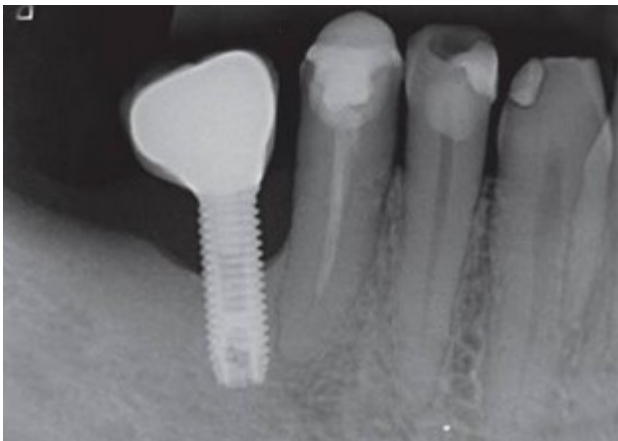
Radiografia periapical com controle de 1 ano, apresentando o aumento da perda óssea indicando a recidiva e a progressão da doença peri-implantar.
